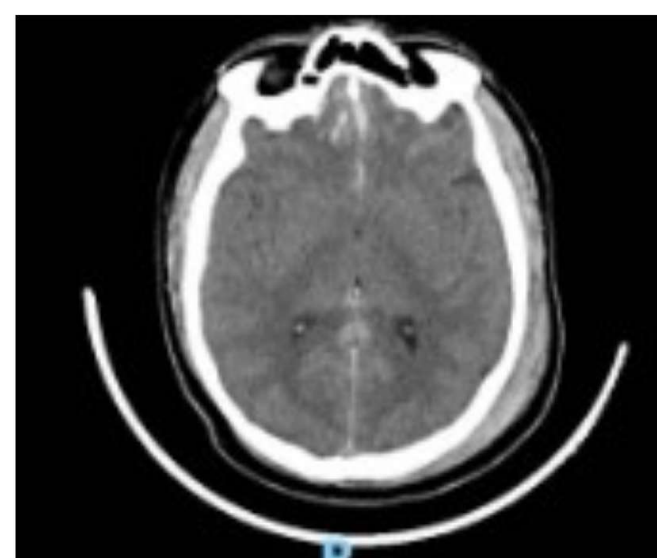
Tomografía inicial.
